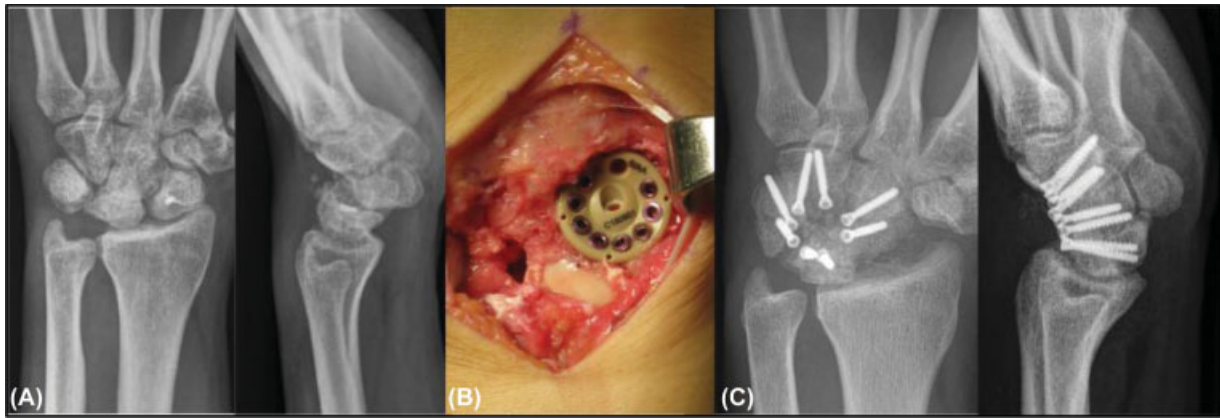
(A) Radiografía preoperatoria, (B) fotografía intraoperatoria: placa Xpode *in situ* con dos tornillos por hueso (esquina) e injerto óseo autólogo, y (C) radiografía postoperatoria de la técnica de quirúrgica con placa (técnica de Rhee et al.⁴⁵).
